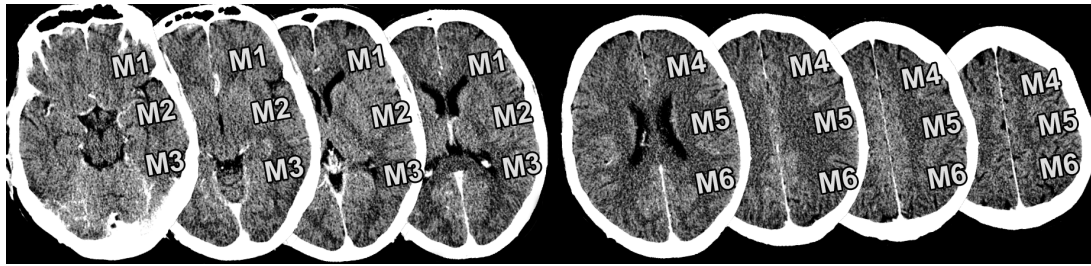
MCA-Segmente als Teil des ASPECTS in axialen CT-Schnitten des Gehirns
